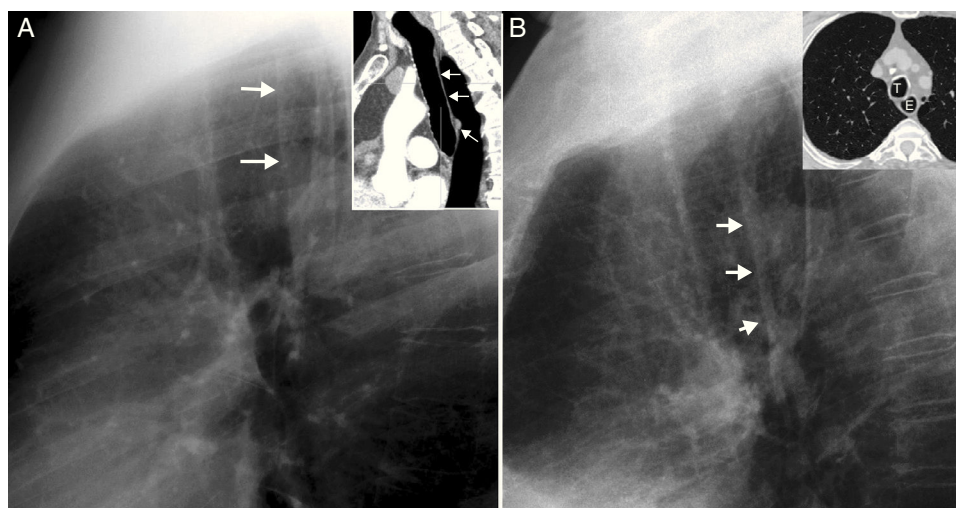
Tráquea. A) Radiografía lateral (RL) de tórax con imagen de reconstrucción sagital de tomografía computarizada (TC) que muestra la banda traqueal posterior (flechas), visible hasta el arco de la vena álgigos (flecha fina). B) RL de tórax con imagen de TC que muestra la banda traqueoesofágica (flechas), visible cuando la pared posterior de la tráquea (T) contacta con la pared anterior del esófago (E). A diferencia de la banda traqueal posterior, la línea traqueoesofágica no se interrumpe en el cayado de la álgigos y continúa más caudal.
